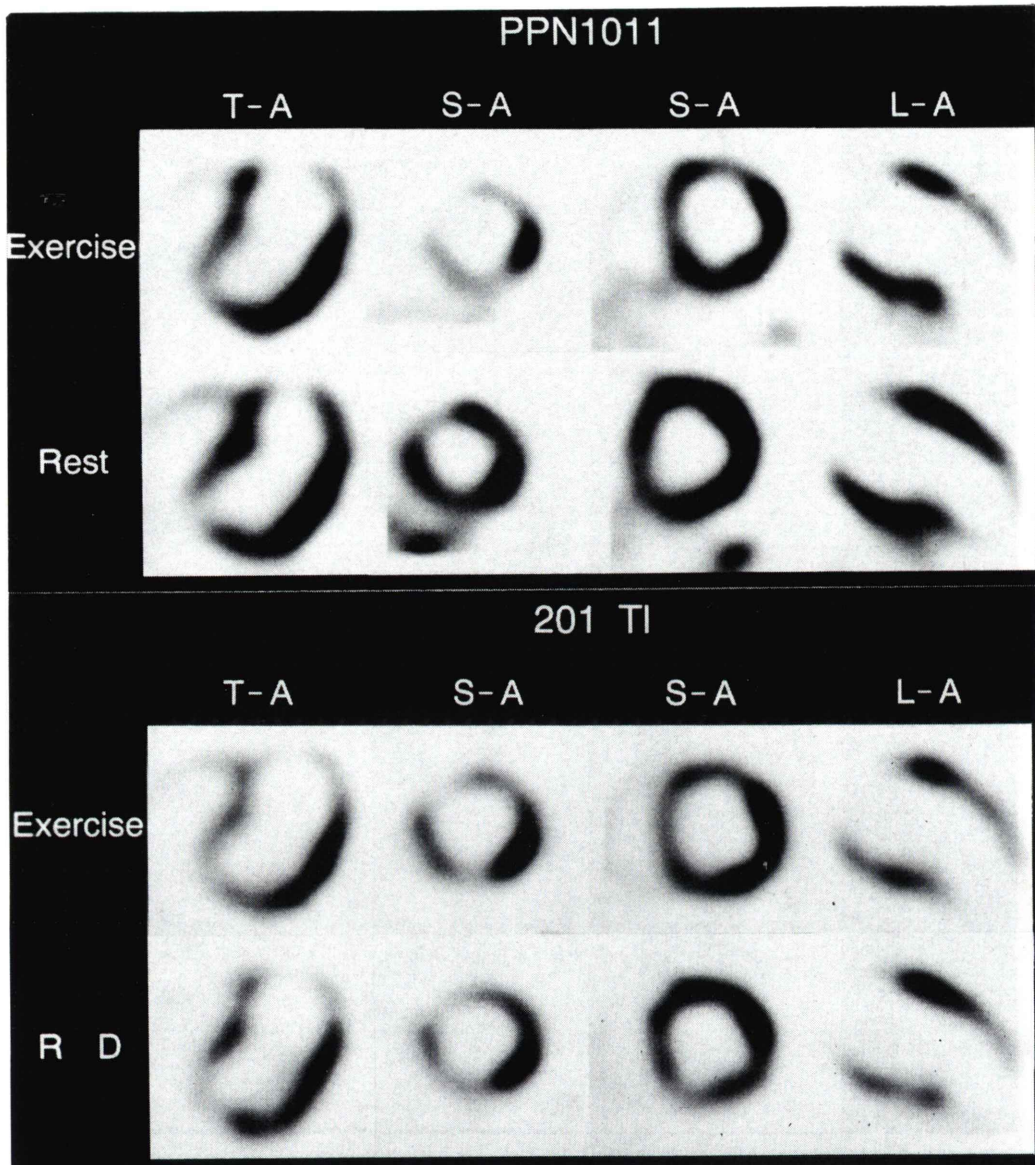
Comparison of ^{99m}Tc -PPN1011 and ^{201}Tl SPECT images in a patient with myocardial infarction (method A).
